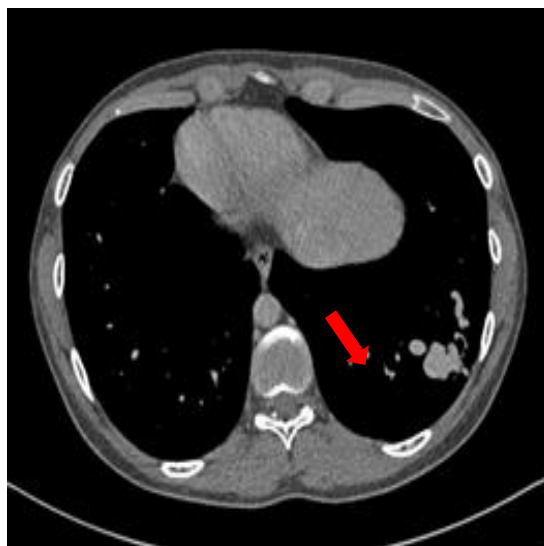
Данные мультиспиральной компьютерной томографии, в нижней доле левого легкого отмечается очаг АВМЛ (указано стрелкой).
